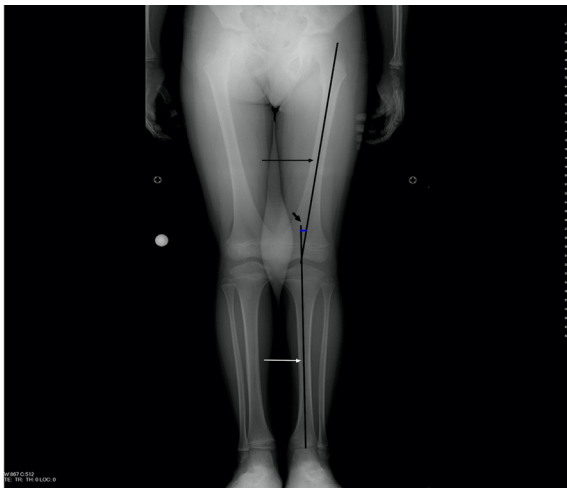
Standing anteroposterior radiograph of the lower leg shows the femorotibial angle (short black arrow) which is between the femoral (long black arrow) and tibial (long white arrow) anatomical axes.
